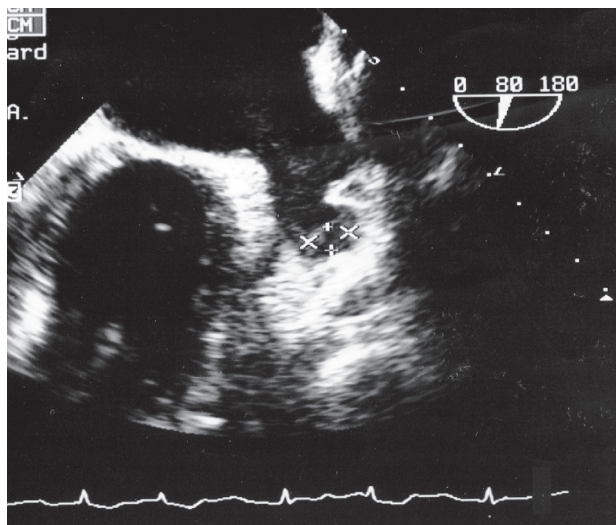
Больная М., 81 г., с МА неизвестной давности на фоне артериальной гипертензии. По данным ЧПЭхоКГ (помечено стрелкой) визуализируется тромб. По данным МСКТ – ушко ЛПП продолговатой формы, данных о наличии тромба в ЛПП нет
